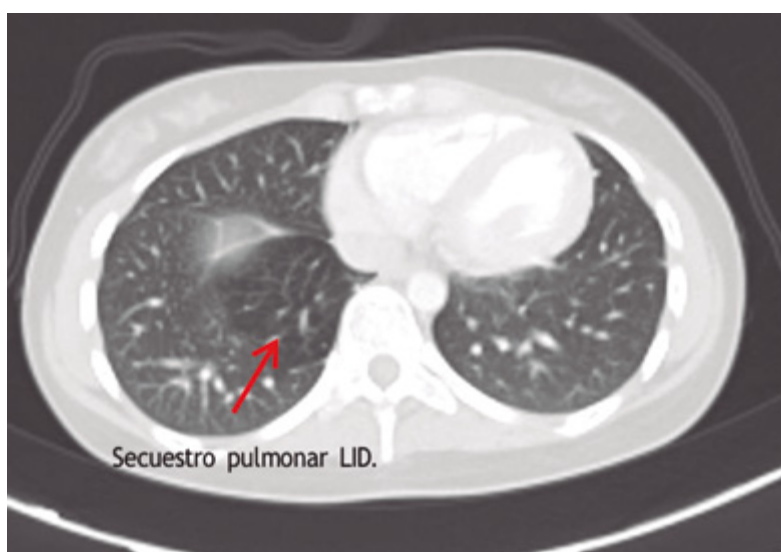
PET-CT: Secuestro pulmonar en LID sin alteraciones metabólicas asociadas. Imagen en mediastino posterior de aspecto quístico y ametabólica.
